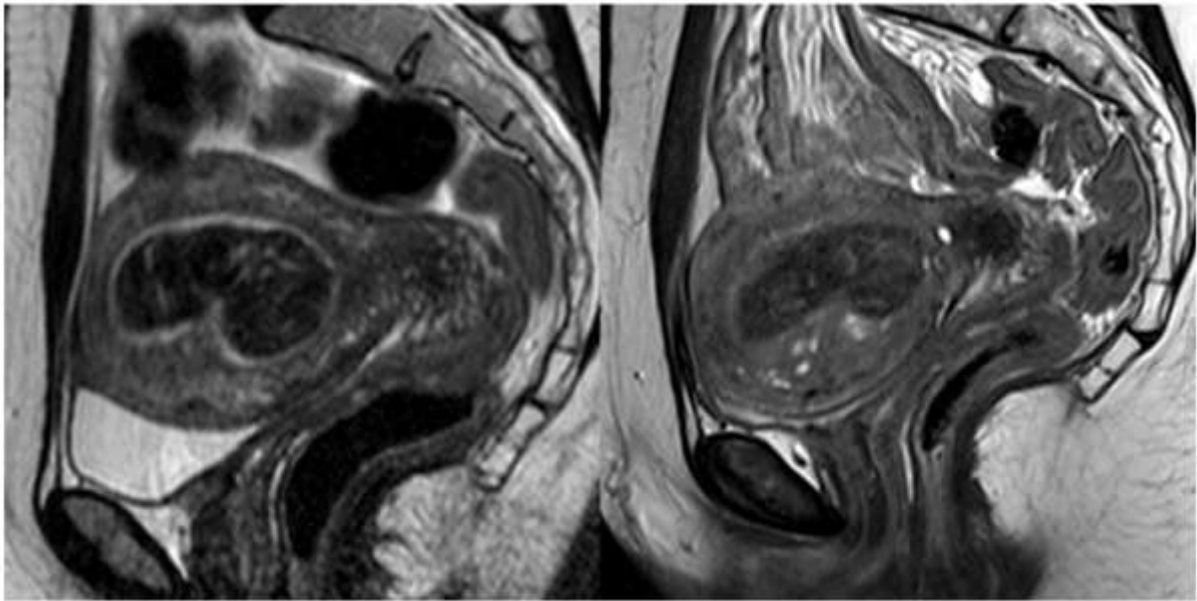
Exemple d'IRM avant/après traitement
